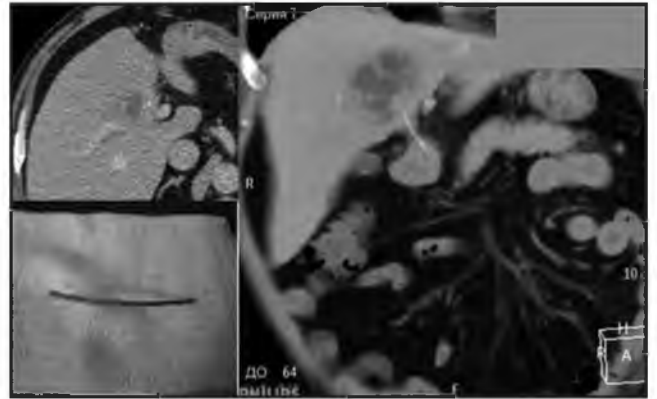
Паренхиматозная фаза КТ с внутривенным болюсным контрастированием в аксиальной плоскости – левый верхний угол, и на мультипланарной реконструкции в косо-фронтальной плоскости (основное изображение) – рецидивирующие абсцессы печени. При построении мультипланарной реконструкции выявляется причина рецидивирующего воспаления – инкапсулированное инородное тело, превышающее по плотности паренхиму печени – оперативно извлечена рыбная кость.
